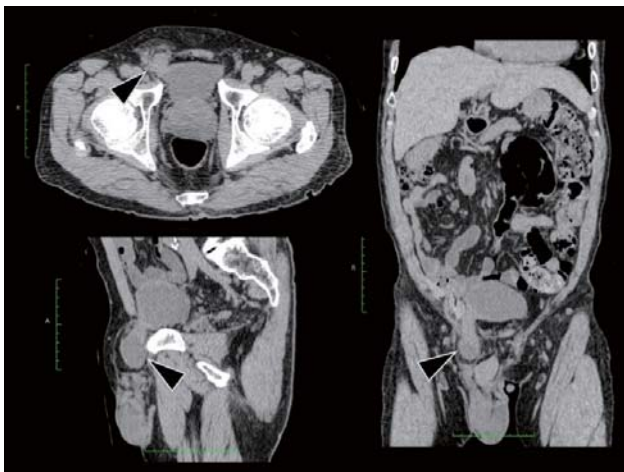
CT ではヘルニア内容が膀胱である右鼠径ヘルニアの再発が疑われた (▲)
